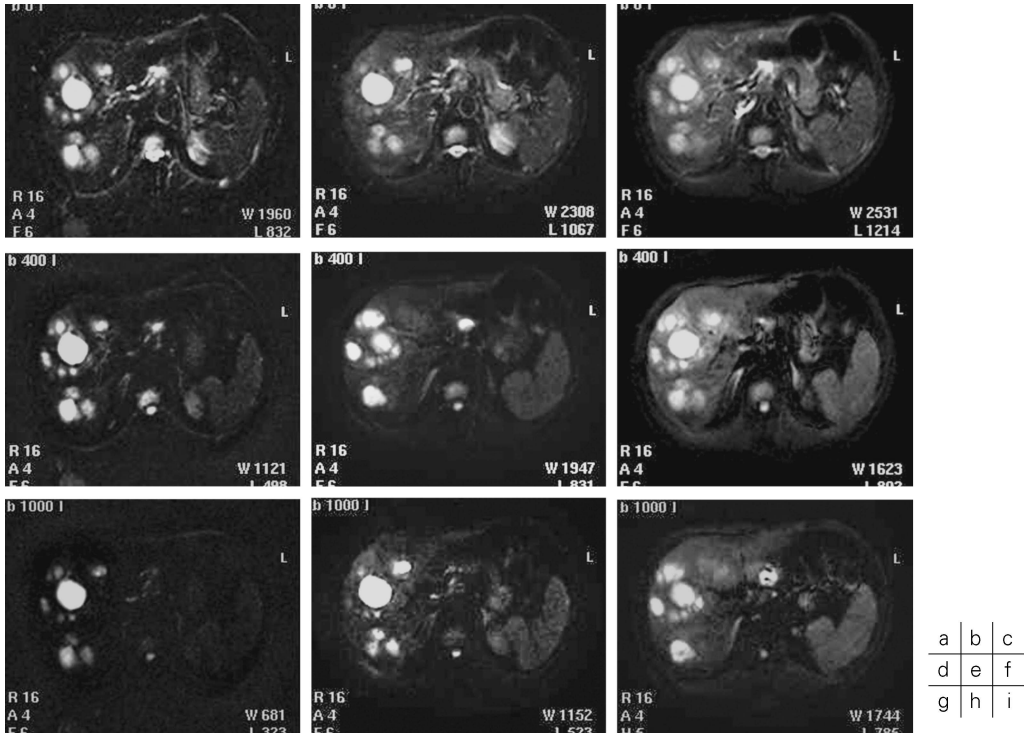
T₂-weighted single-shot spin-echo echo-planar MR images (T₂-EPI; a-c) and diffusion-weighted EPI MR images (d-i) (DW-EPI; b values, (d-f) = medium (400 s/mm²) and (g-i) = large (1000 s/mm²) in a patient with multiple hepatic abscesses. (a, d, g) T₂- and DW-EPI without sensitivity encoding (SENSE) (TE = 148 ms), (b, e, h) T₂- and DW-EPI with SENSE (TE = 108 ms, SENSE R factor = 2), (c, f, i) DW-EPI with SENSE and half-Fourier technique (TE = 97 ms, SENSE R factor = 2)
